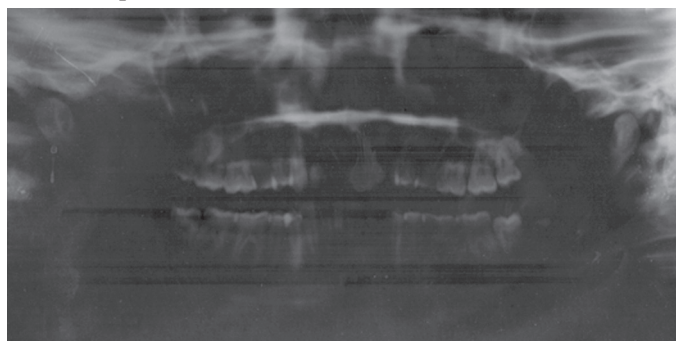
Ortopantomograma pacientei
